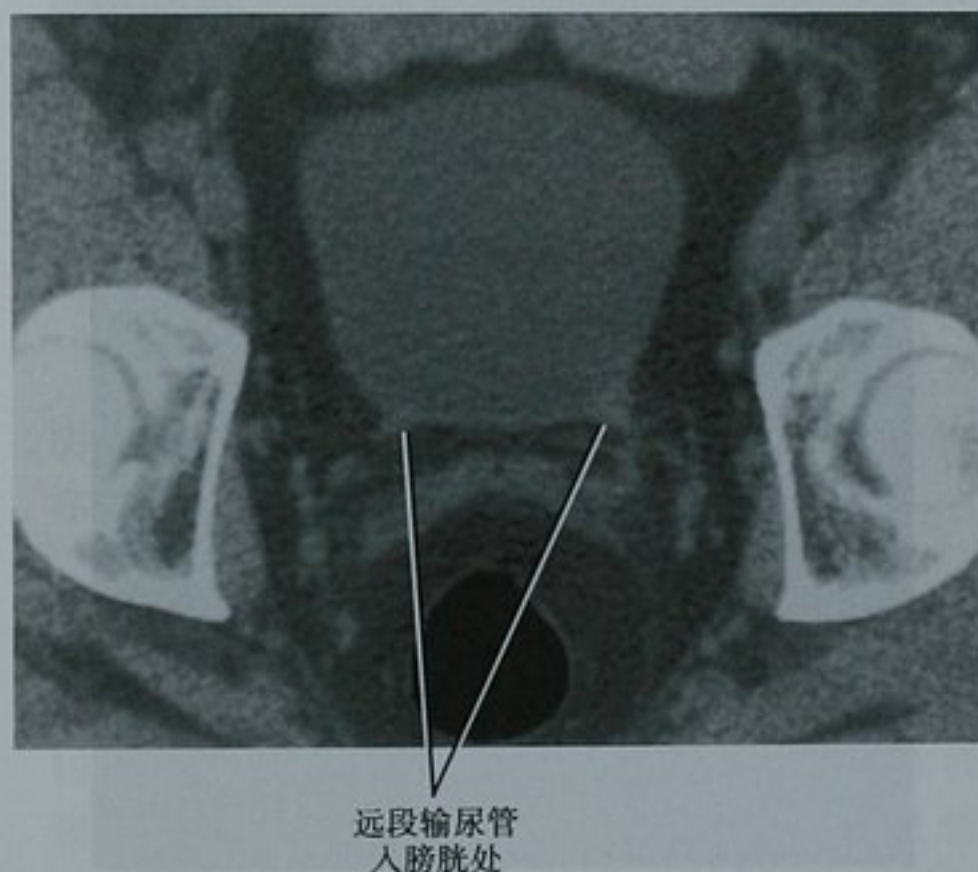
膀胱横断位平扫 CT 图像显示如何通过输尿管膀胱连接处来辨认远段输尿管
